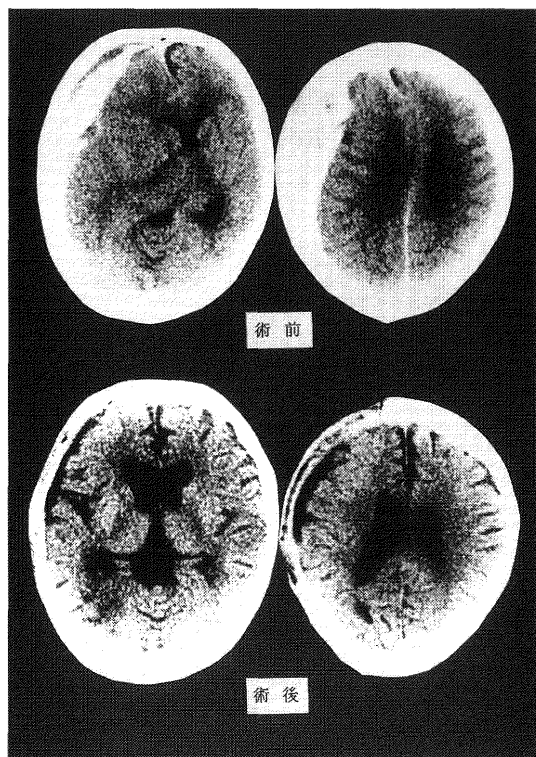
急性硬膜下血腫の症例の術前術後の CT 所見
